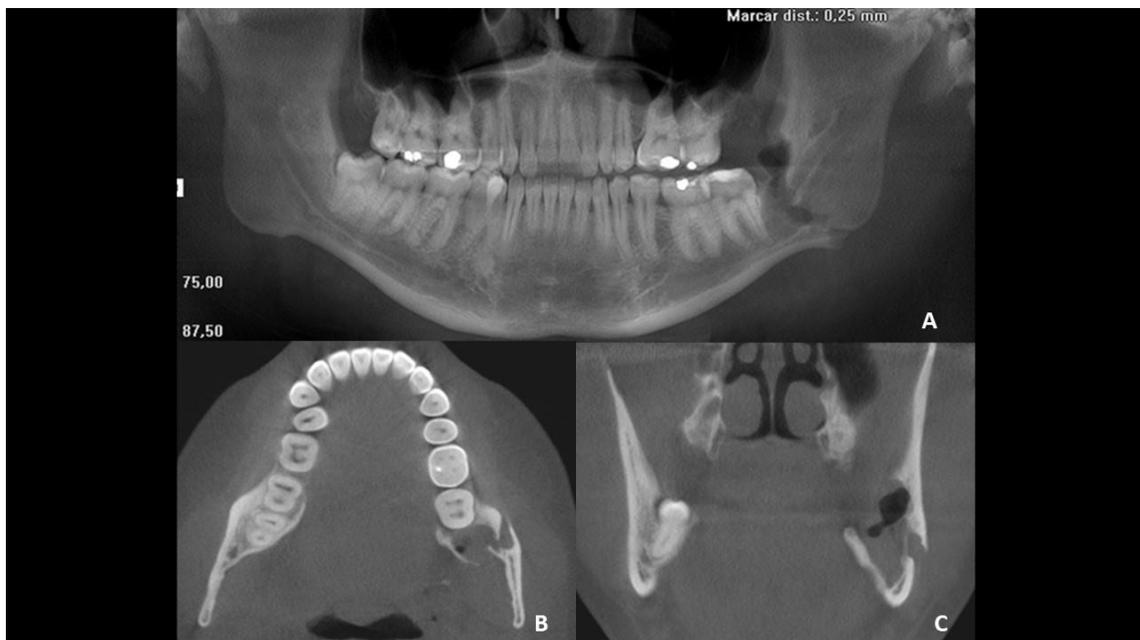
Radiografia pré-operatória realizada após a tentativa de exodontia.
